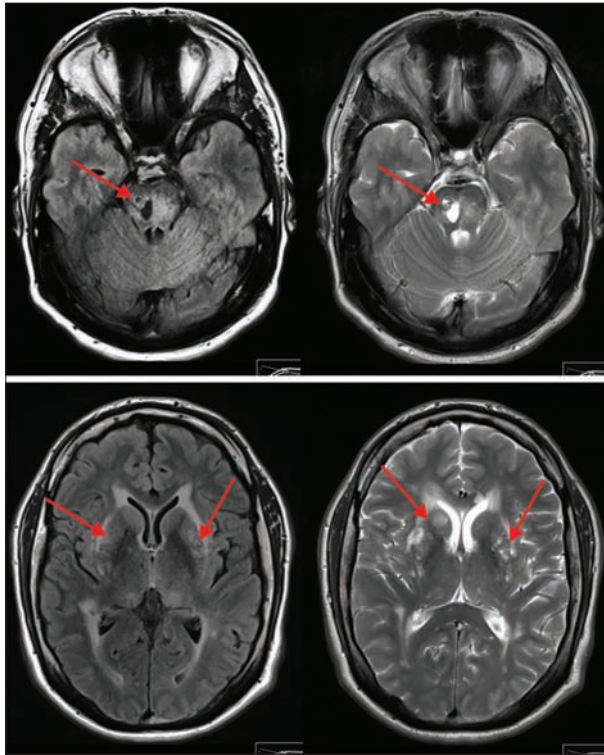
White matter hyperintensities on MRI with native axial FLAIR sequence and axial FLAIR/DWI T2-weighted (left) and gradient echo sequence post-contrast agent (right), showing white matter lesions (WML) in medulla oblongata (above) and basal ganglia (below), respectively (see arrows)
